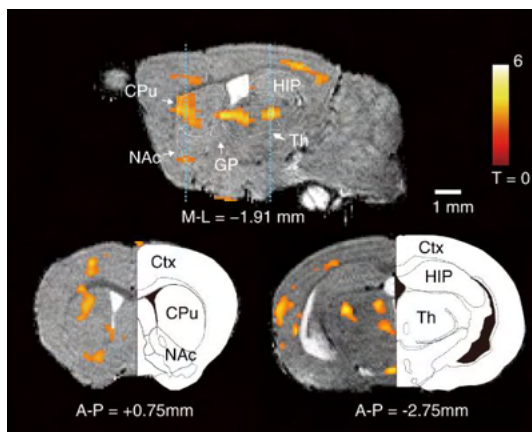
qAIM-MRI によりパーキンソン病モデルマウスで神経活動に変化があった領域の可視化に成功 (参考文献 1 から引用)。
